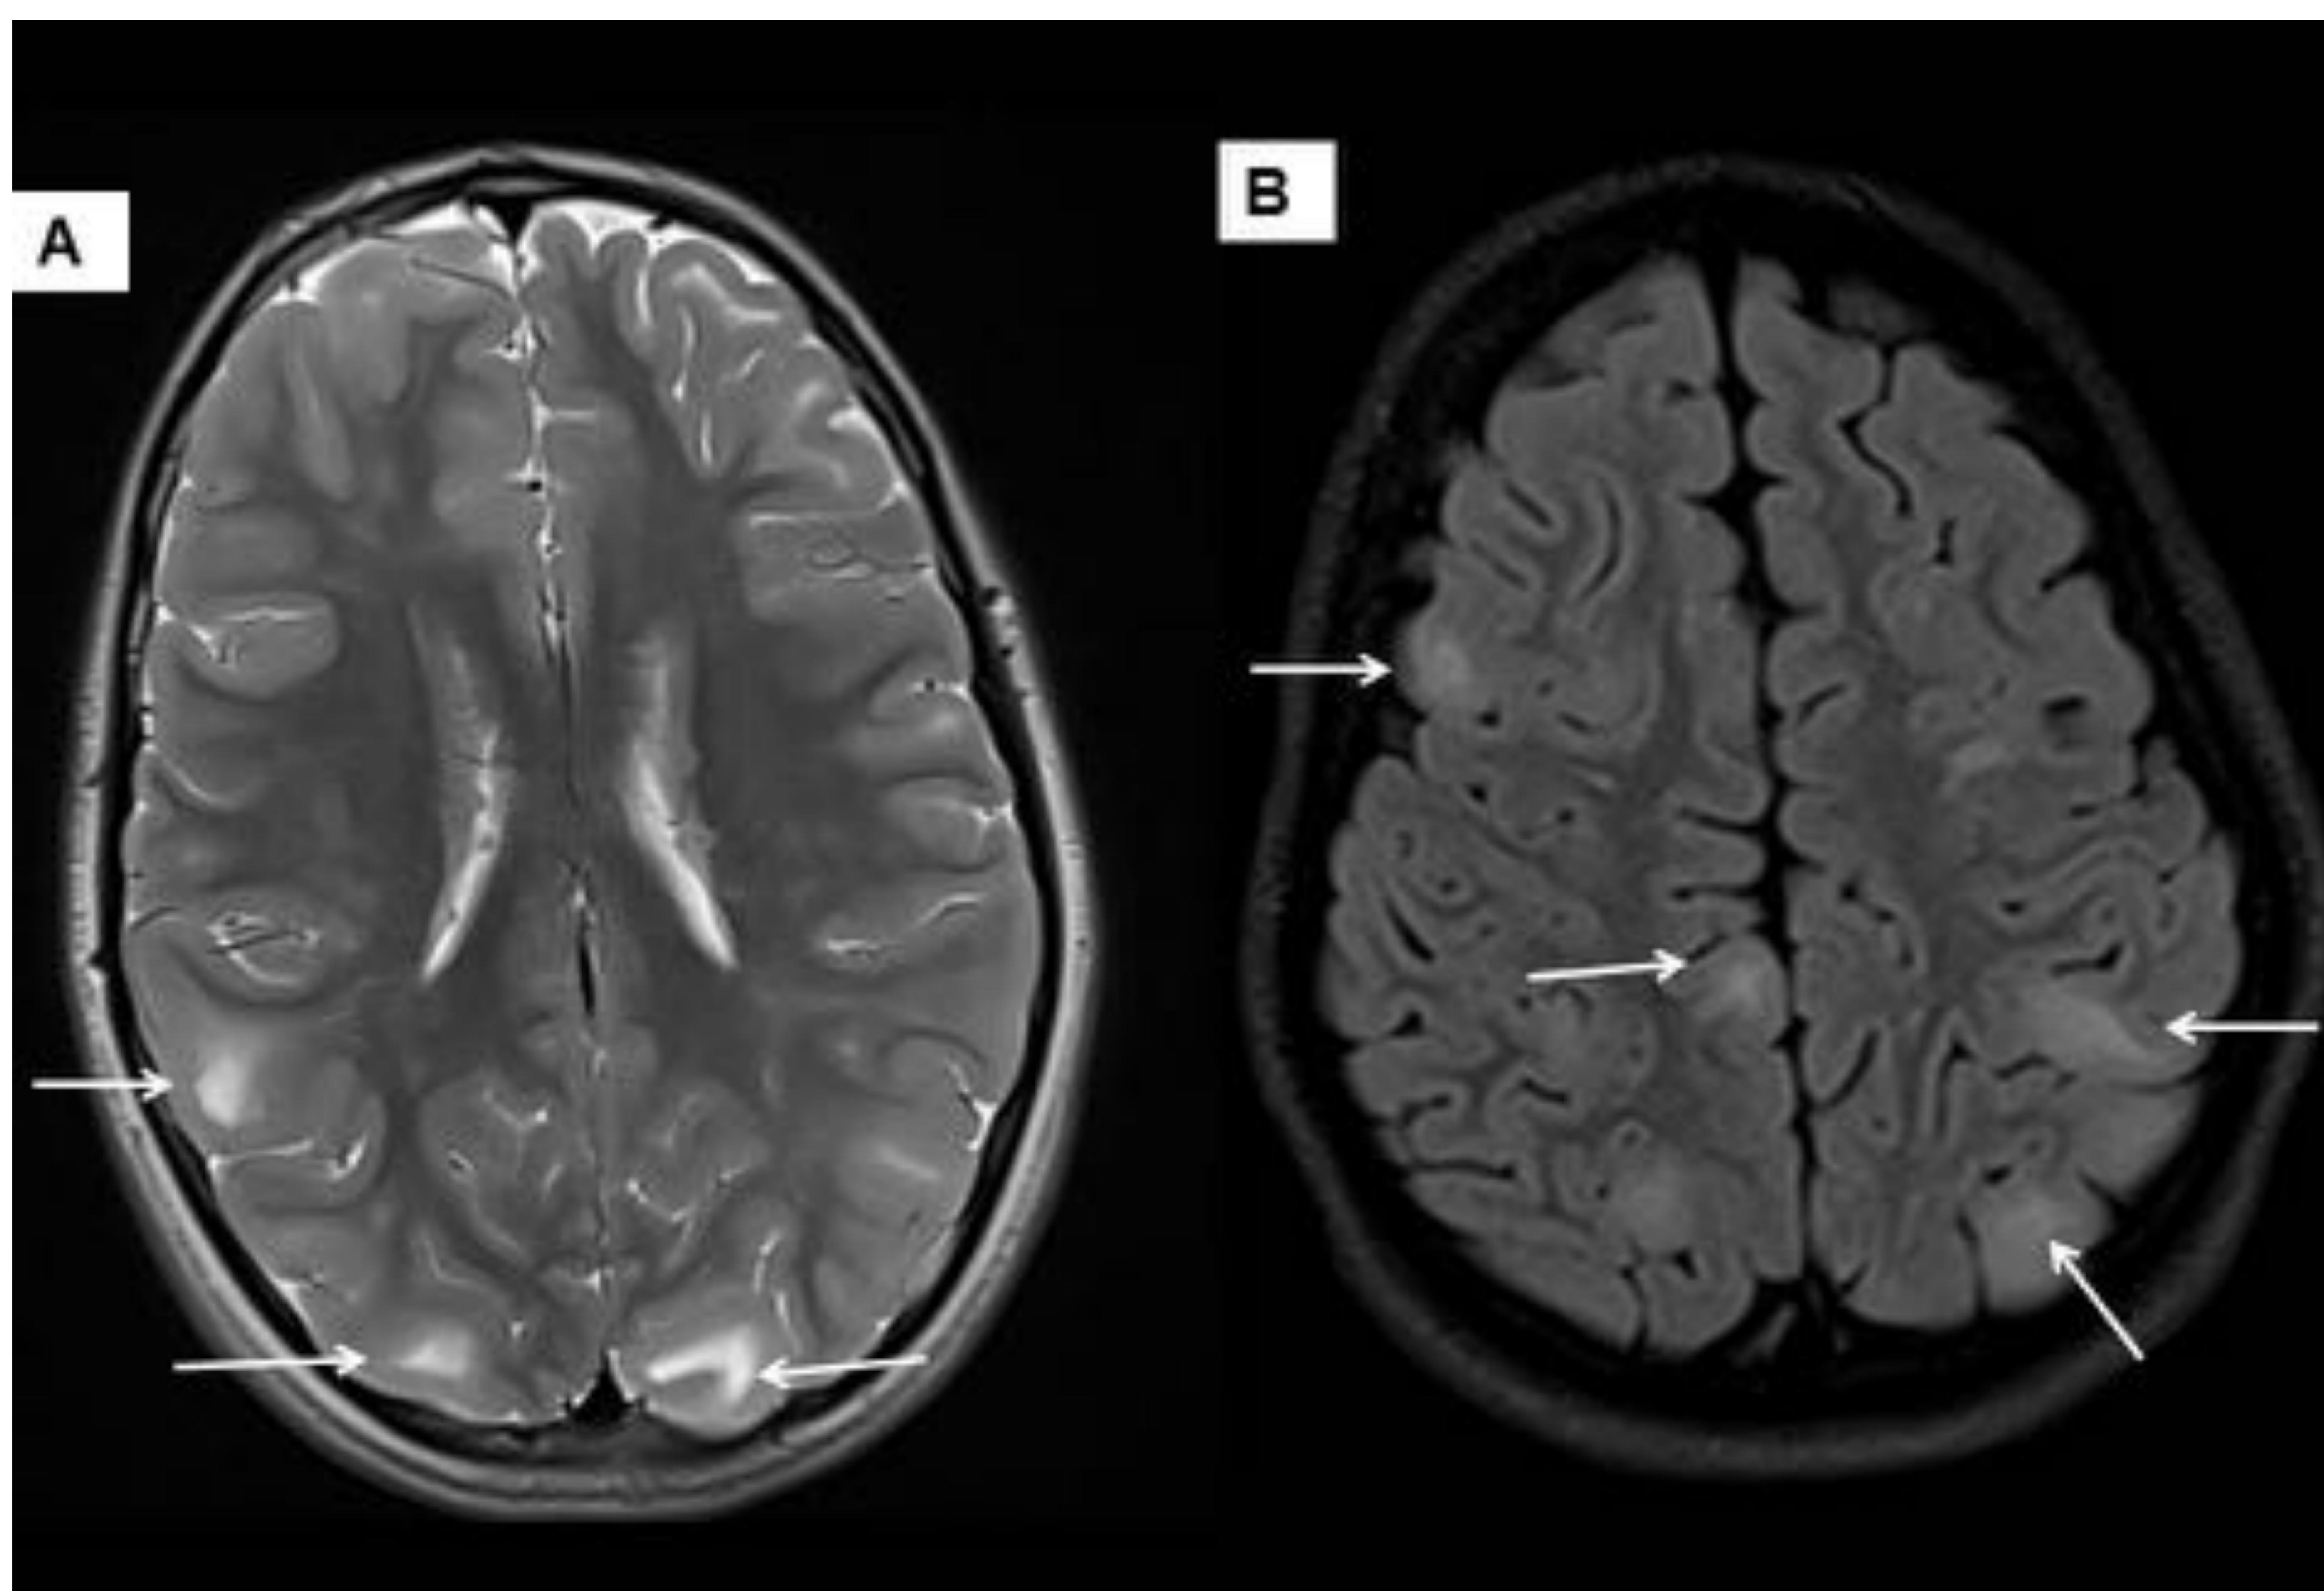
Paciente 1: Mujer de 7 años con ET en tratamiento con quimioterapia. RM cerebral secuencias axial T2 (A) y FLAIR (B) con lesiones hiperintensas en la sustancia blanca subcortical de ambos lóbulos parietales y occipitales y en lóbulo frontal derecho. Hallazgos característicos de tubers corticales y subcorticales.
